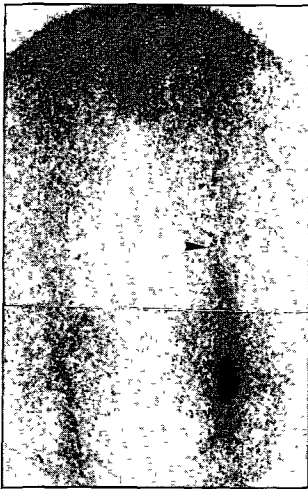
Anterior view of 24 hours In-111 platelets scintigraphy for thrombophlebitis of Lt. lower extremity exhibits accumulation of In-111 platelets in popliteal vein extending to the lower portion of superficial femoral vein and the upper portion of calf. arrow head indicates the corresponding site of venous occlusion on contrast X-ray venography. The thrombophlebitis is on process below the occlusion.
